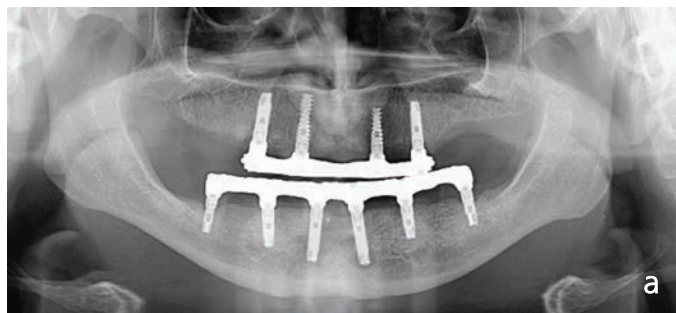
Рентгенограммы пациентов с покрывными протезами на имплантатах: а — на верхней челюсти, б — на нижней челюсти
